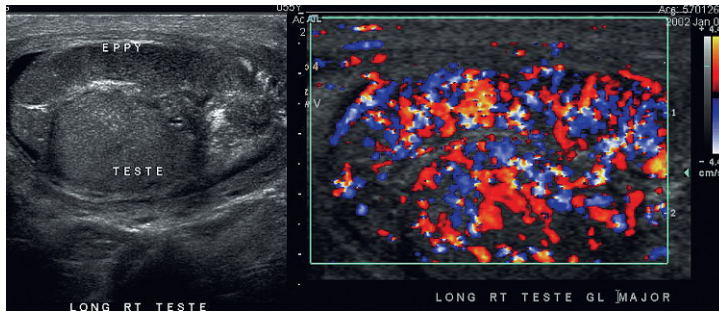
Proyección longitudinal del testículo derecho en escala de grises y Doppler color. El paciente presentaba un dolor importante. Tanto el testículo como el epidídimo están edematosos, inflamados e hipoecoicos. El Doppler color muestra un flujo abundante en ambas estructuras. El diagnóstico es orquiepididimitis.
